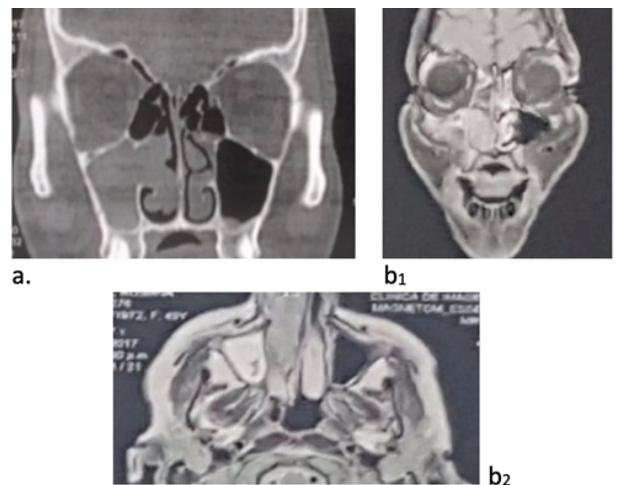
a. Tomografía Computarizada de macizo craneofacial: evidencia imagen de densidad de partes blandas que ocupa la fosa nasal derecha y seno maxilar ipsilateral. b Resonancia magnética nuclear macizo creaneofacial: b1. Corte coronal T1 con contraste evidencia imagen de baja señal, con moderado realce, en fosa nasal derecha, con remodelación ósea. b2: corte axial T2 se ve ocupación de aspecto mucoso del seno maxilar derecho.
